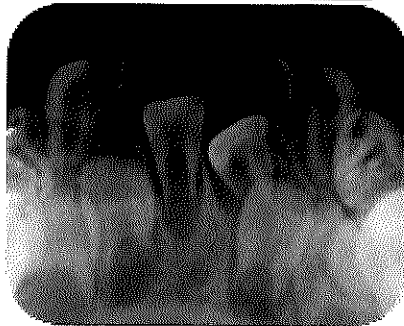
y 18 Fotografías de las radiografías oclusales superior e inferior Fuente Hospital Infantil de México Federico Gómez
